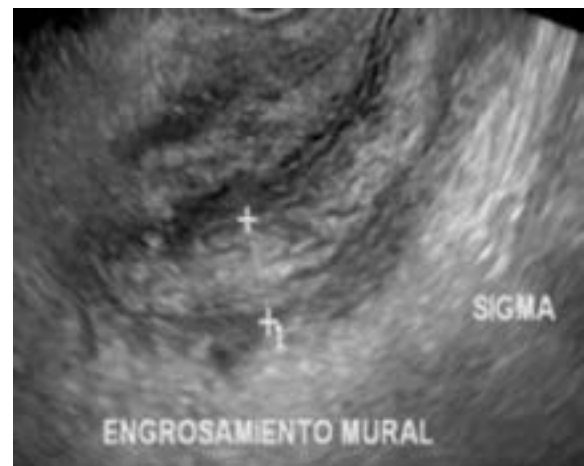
Ecografía abdominal y pélvica: se aprecia en la imagen un importante engrosamiento mural del sigma y recto.
